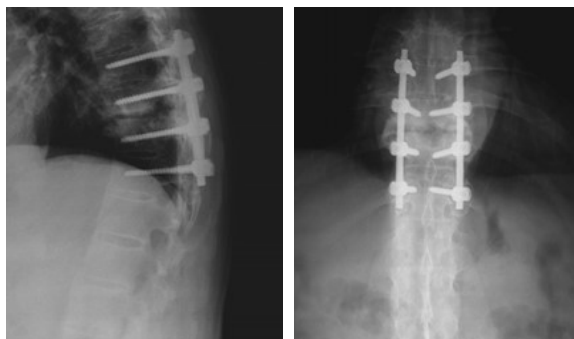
Рентгенограмма грудно-поясничного отдела позвоночника после операции
